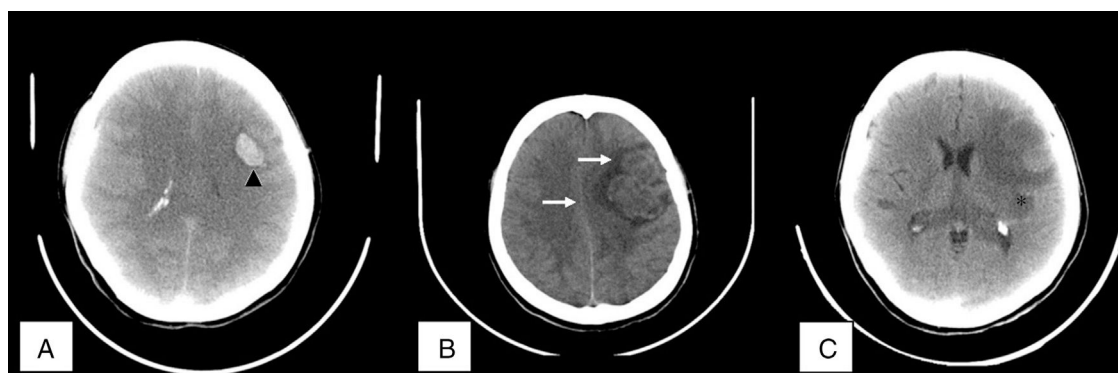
A. Tomografía axial computarizada que evidencia sangrado intraparenquimatoso frontoparietal izquierdo (cabezas de flecha en color negro), asociado a edema cerebral difuso. B. Cortes que demuestran adecuada reabsorción del sangrado con persistencia moderada de edema cerebral y leve desplazamiento de línea media (flechas de color blanco). C. Cortes tomados de control demostrando disminución marcada del edema cerebral (asterisco en color negro).
